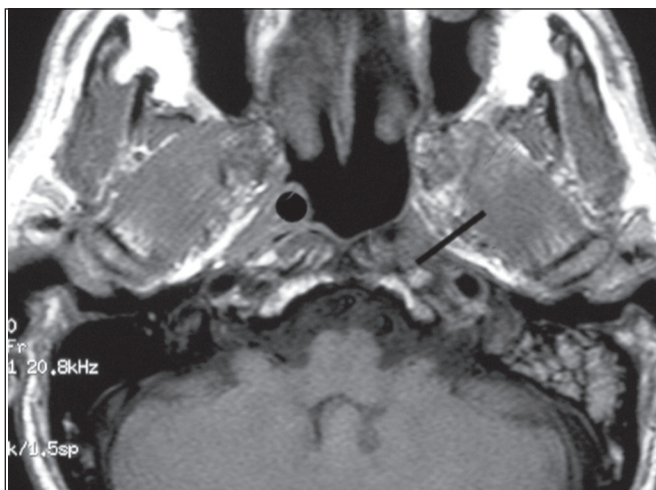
Ressonância Nuclear Magnética dos seios paranasais (corte axial).
